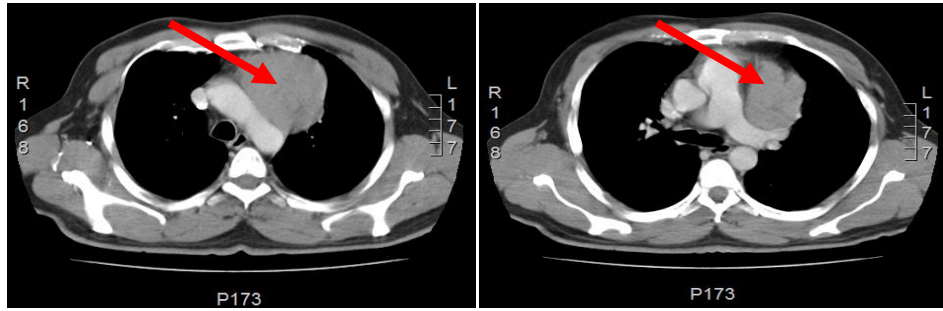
Tomografía computada de tórax muestra la presencia de una masa sólida (flecha roja) en el mediastino anterior, que alcanza un diámetro máximo de 7,5 cm. Esta masa presenta un fino plano de separación con las estructuras vasculares adyacentes y la cara posterior del esternón y cartílagos costales.
